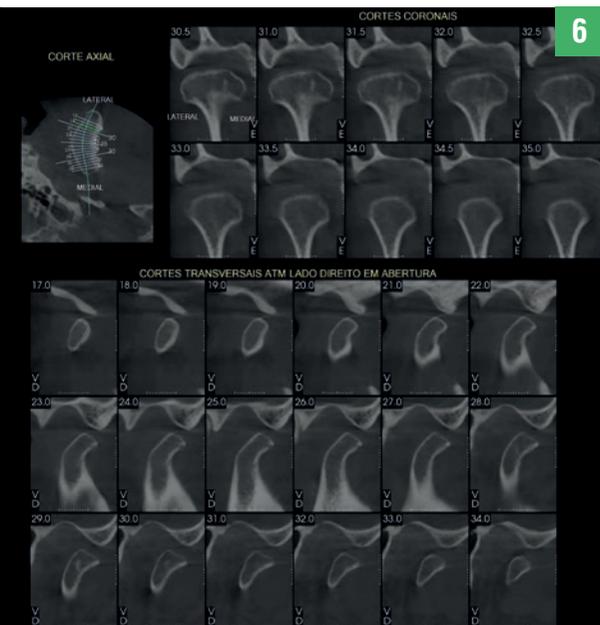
CBCT da ATM, lado direito, em abertura.
